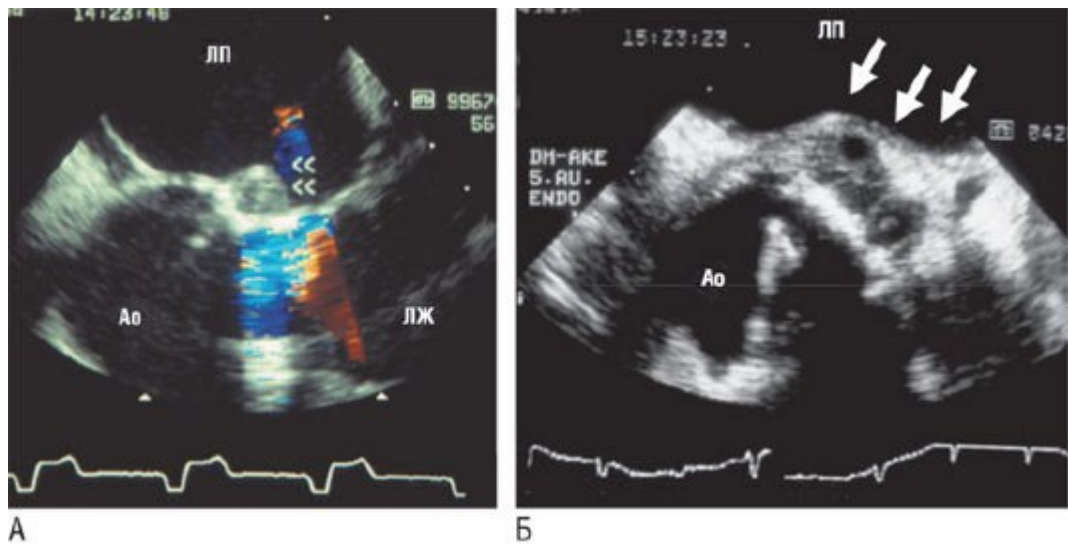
Трансэзофагеальная эхокардиография: небольшой абсцесс (указан стрелками), прилегающий к восходящей аорте в области соединения с передней створкой МК, у пациента с эндокардитом МК и АК (А); крупный абсцесс (указан стрелками) в задней части восходящей аорты у пациента с инфицированием *Staphylococcus aureus* механического протеза АК (Б). Ao - восходящая аорта.
